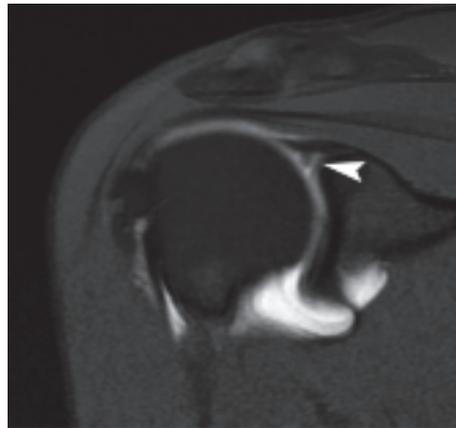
Immagine artro-RM SE-T1 pesata con soppressione del segnale del grasso che evidenzia uno sfrangiamento del cerchione glenoideo superiore (testa di freccia).
